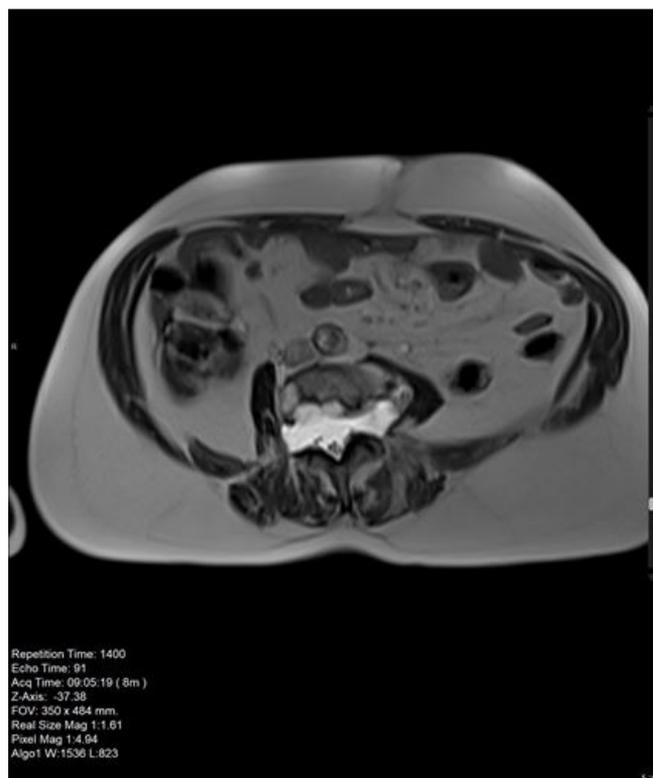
Dilatación del saco dural. RM, corte axial, secuencia T2.
